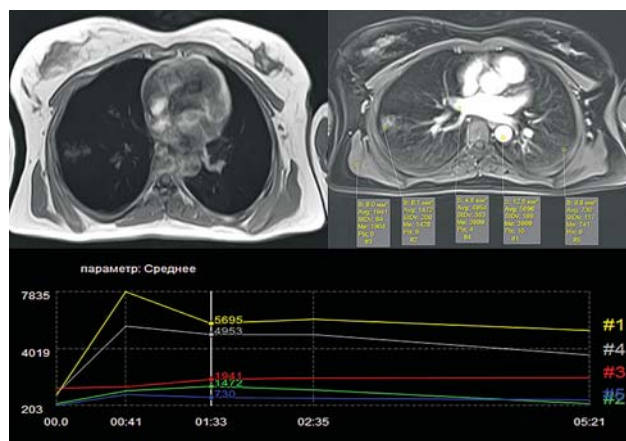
МРТ-ДКУ. Поствоспалительный рубец в нижней доле правого легкого. Т1-ВИ-участок с гиперинтенсивным МР-сигналом в нижней доле правого легкого. 1, 4 – кривые концентрация–время в аорте (1) и правой легочной артерии (4); 2 – кривая в области рубцовой ткани; 3 – в области мягких тканей кривые практически совпадают по качественным и количественным показателям; 5 – кривая неизменной паренхимы легкого.
